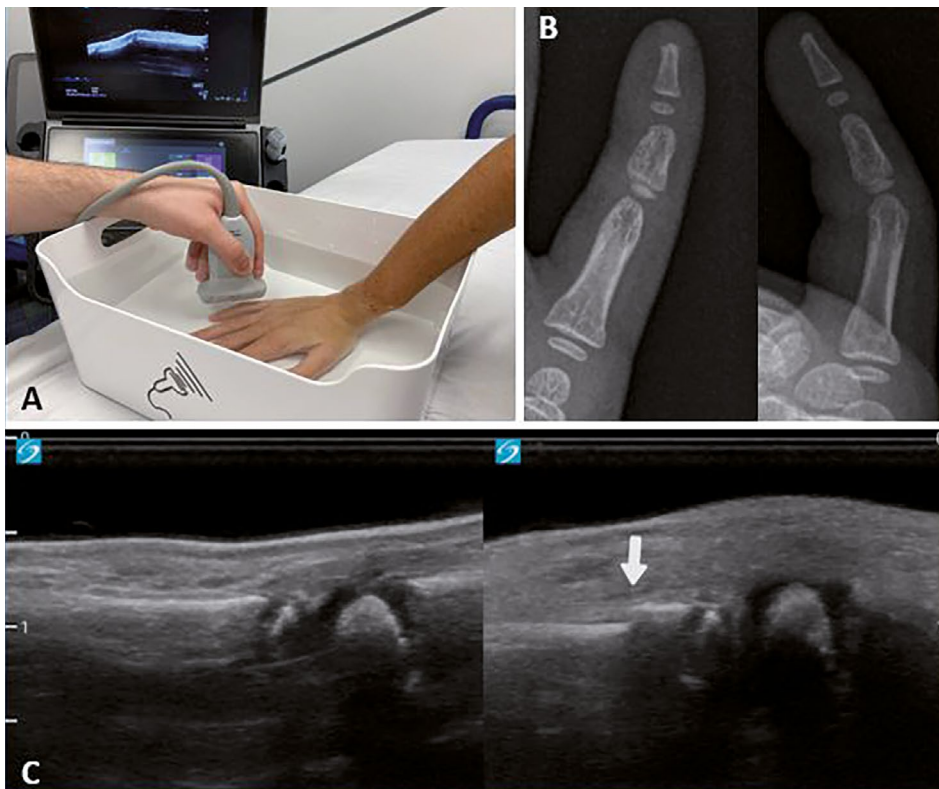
Ecografía clínica para detección de fracturas de dedo. A) Técnica de inmersión en agua (sin contacto con la piel). B) Radiografías (dos proyecciones). Fractura metafisaria de la base de la falange proximal del 5º dedo. C) Ecografía clínica bilateral y comparativa. Interrupción de cortical a nivel de la base de la falange proximal del 5º dedo (flecha) compatible con fractura.
